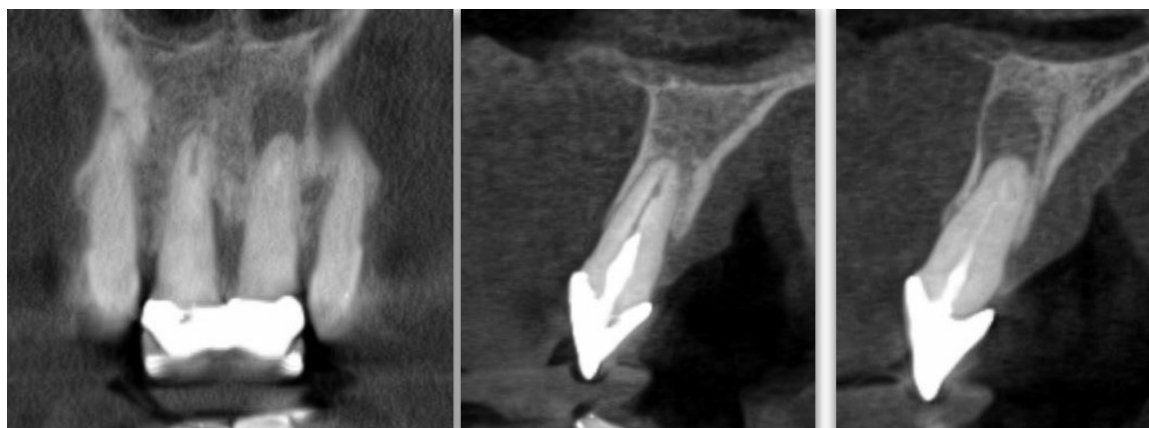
КТ 1.1, 2.1 зубов до удаления
